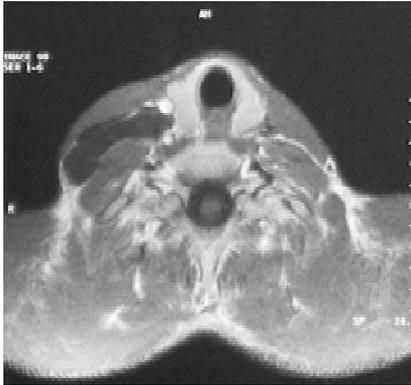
TDM cervicale en coupe axiale : Masse hypodense multilocionnée du triangle postérieur
